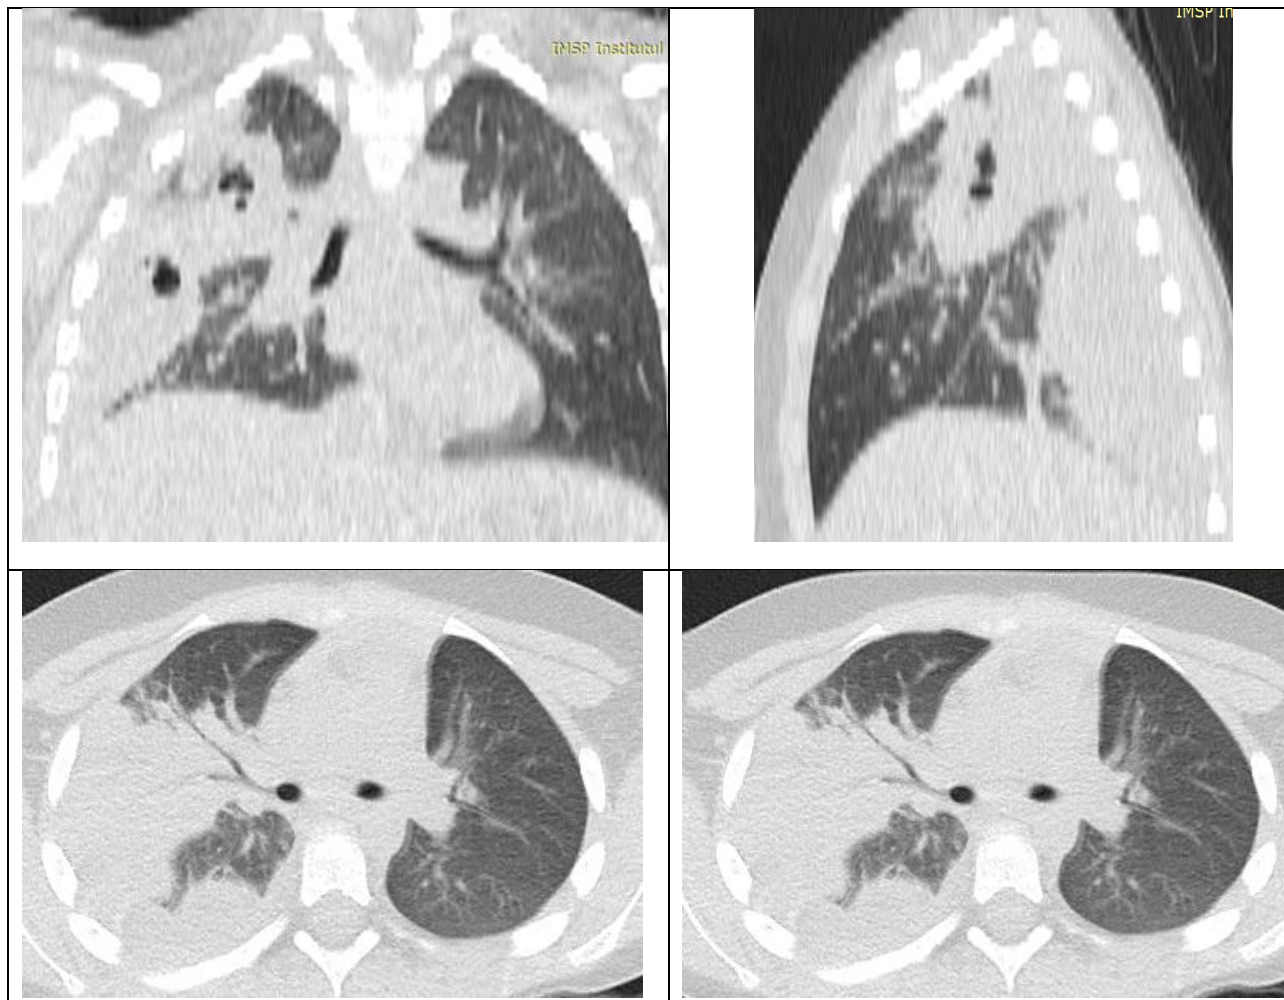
Tomografia computerizată (regim simedias tinglur Tar 4PR) – secțiuni longitudinale și transversal la copil cu pneumonie complicate cu distrucție pulmonară și revărsat pleural
